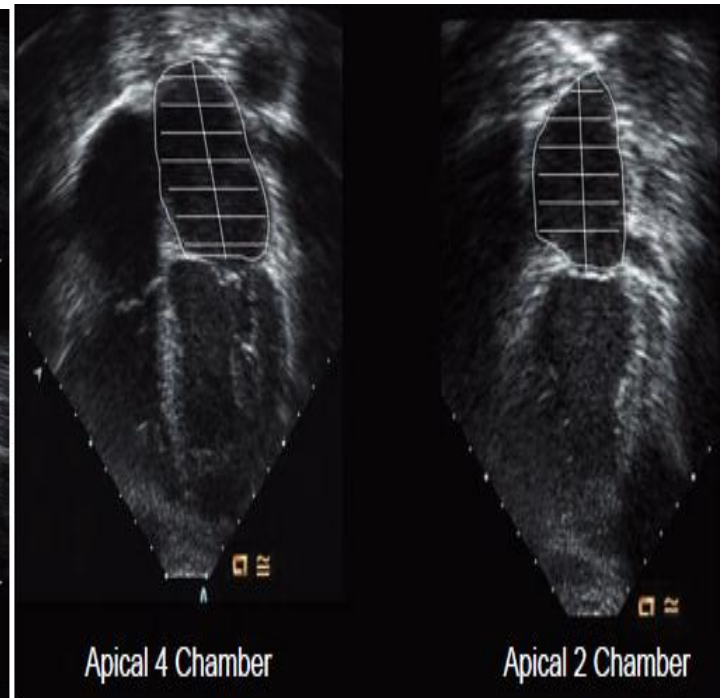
Calculation of left atrial volume using the biplane method of disks (modified Simpson's rule) from orthogonal apical 4-chamber and 2-chamber images with the left atrium traced at its maximum volume at end-systole immediately before mitral valve opening.
